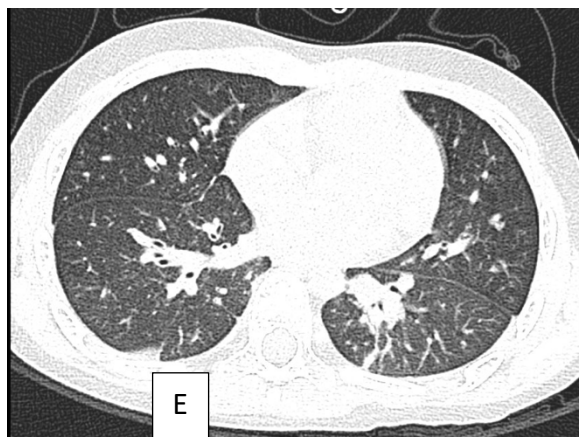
Tomografía de torax de alta resolución con presencia de bronquiectasias cilíndricas de paciente 1 y 2 (A y B). Bronquiectasias cilíndricas y opacidades sugerentes de tapones de moco en paciente 3 (C), Opacidades sugerentes de tapones mucosos en paciente 4 (D) Bronquiectasias cilíndricas centrales en paciente 5 (E)
